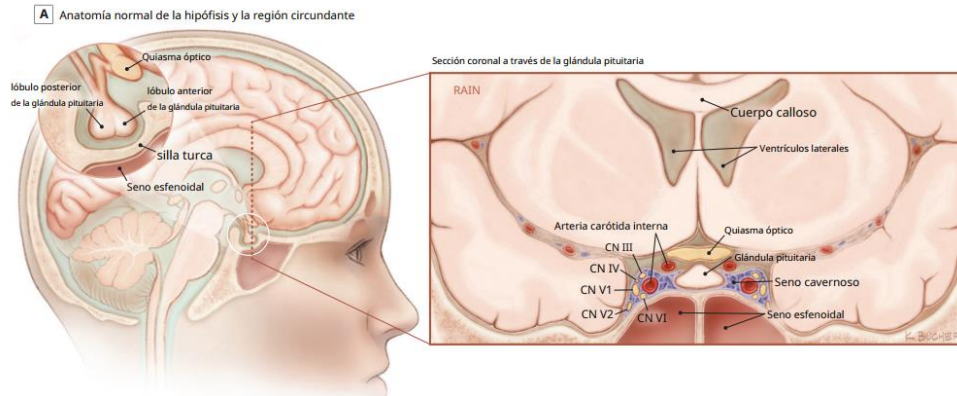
Resonancia magnética en Adenomas hipofisarios (Anexo 3)
